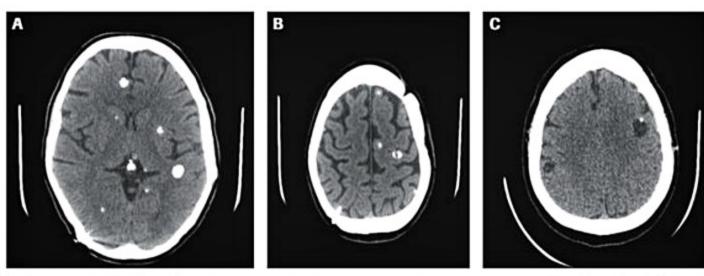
Tomografia computadorizada de crânio mostrando imagens calcificadas esparsas pelo parênquima cerebral (A e B) e lesões císticas com escólex (C).
